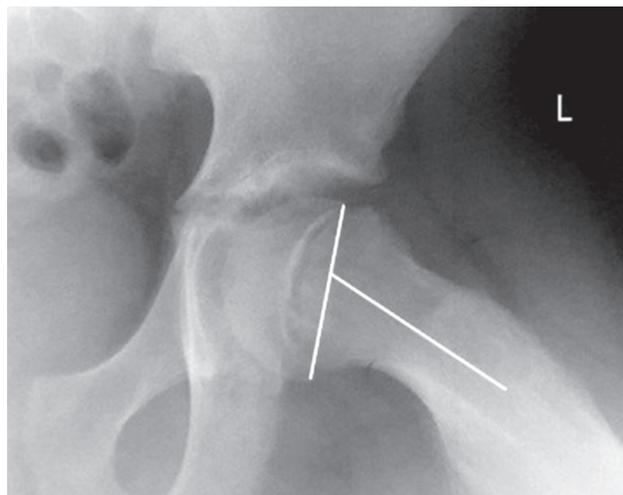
Рентгенограмма в проекции Lauenstein с измерением ШЭУ
